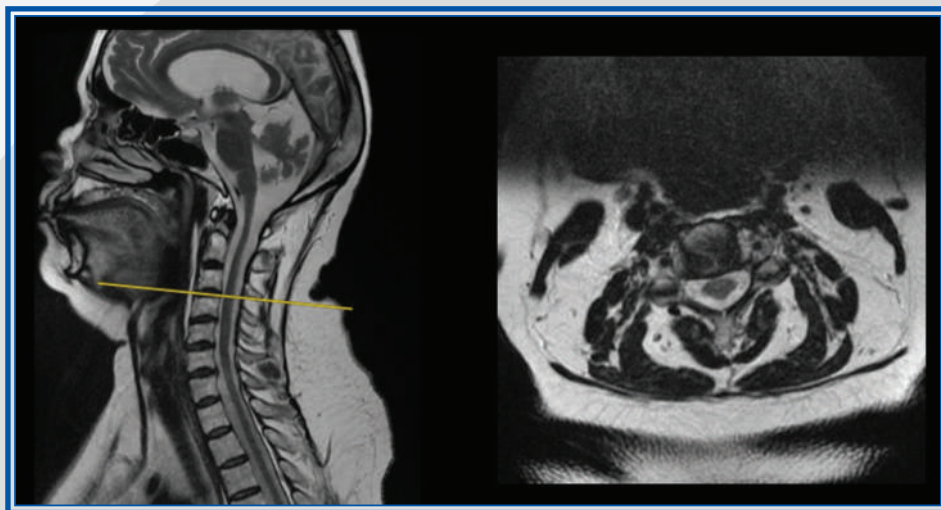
Capítulo 24. Resonancia magnética de columna cervical donde se observa atrofia de médula espinal en secuencias T2 en plano sagital y axial, sin cambios en la intensidad de señal.
